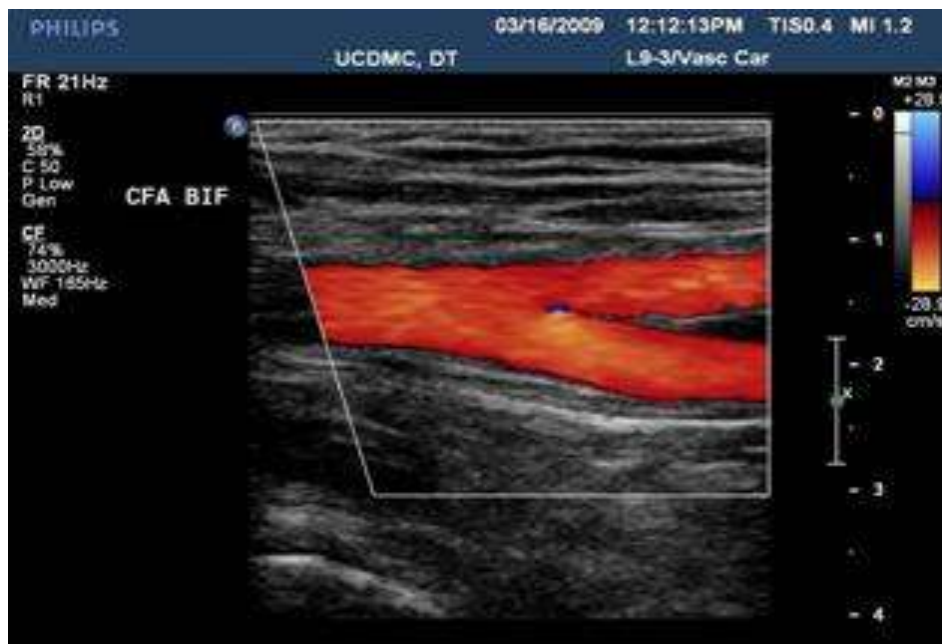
Προεγχειρητικός Σχεδιασμός Διατιτραίνοντων κλάδων με Doppler και προεγχειρητική απεικόνιση της δότριας περιοχής με αγγειογραφία με φλουοροσκεΐνη
